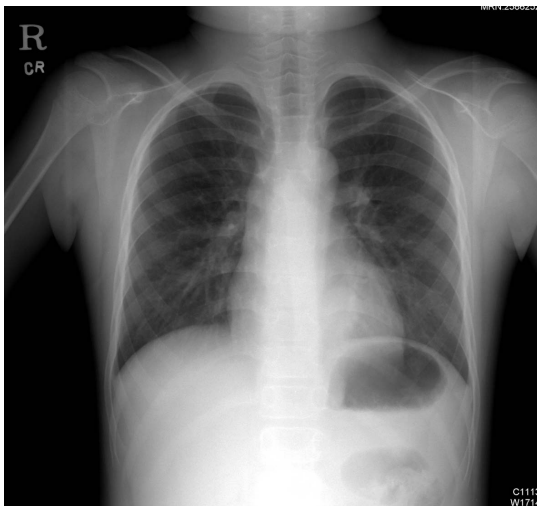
Chest X-ray showed a round mass on left lower lung field.
